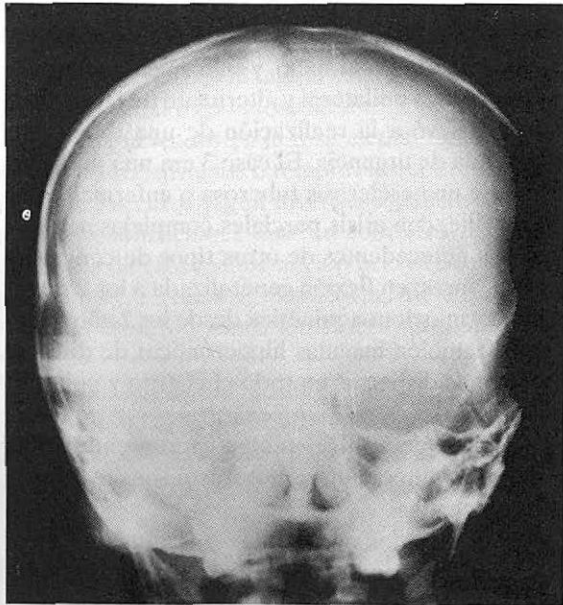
Radiografía de cráneo AP del caso 4: niña de 6 años con cefalea y trastornos de aprendizaje, que muestra abombamiento del lado temporal izquierdo con adelgazamiento de la bóveda. Leve diastasis de la sutura interparietal.
